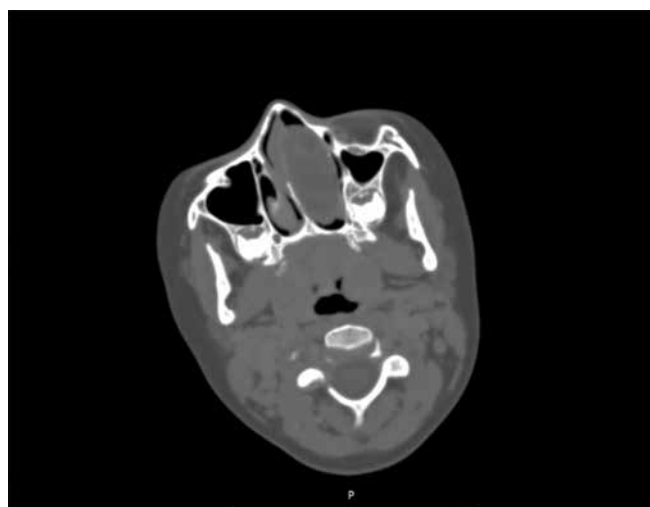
МСКТ головы. Аксиальная проекция. Образование в левой половине полости носа, смещающее перегородку носа
